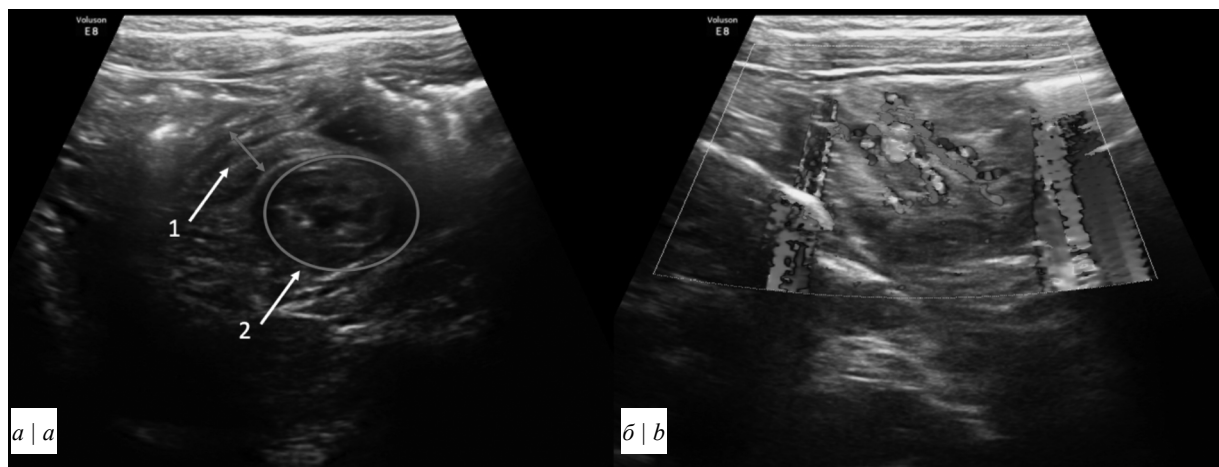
Тонко-тонкокишечный инвагинат (65 × 45 мм) при УЗИ (а) и доплеровском сканировании (б).
